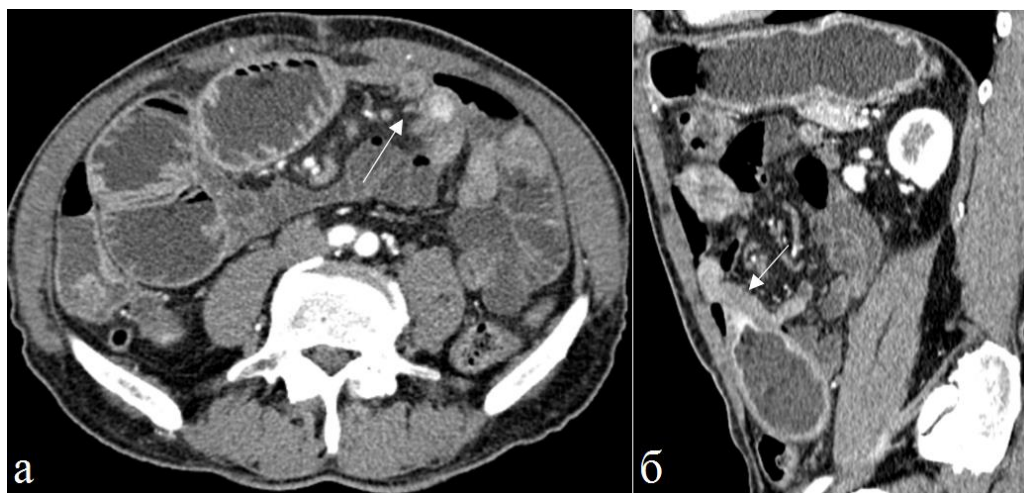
Больной 58 лет. Болезнь Крона. Артериальная фаза контрастного усиления. а) аксиальная и б) сагиттальная реконструкции томограмм. Отчетливо видна зона перехода между расширенными проксимальными и спавшимися дистальными петлями кишечника, обусловленная утолщением стенки и значительным сужением просвета кишки (стрелки).
